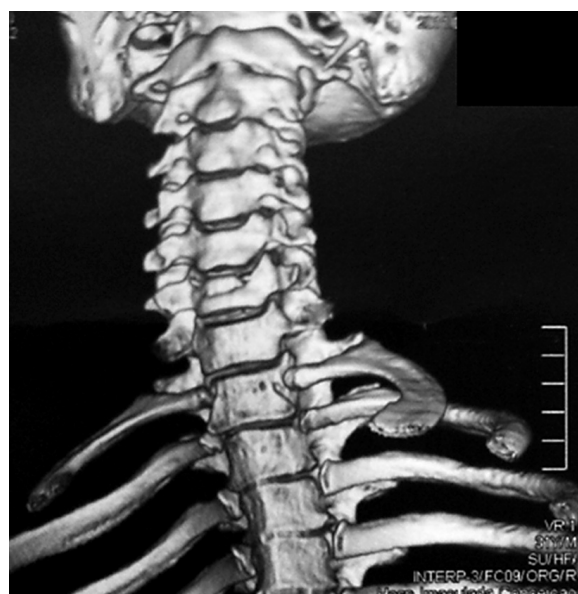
Reconstrução em 3 dimensões de TC cervical evidenciando fratura de C6.
